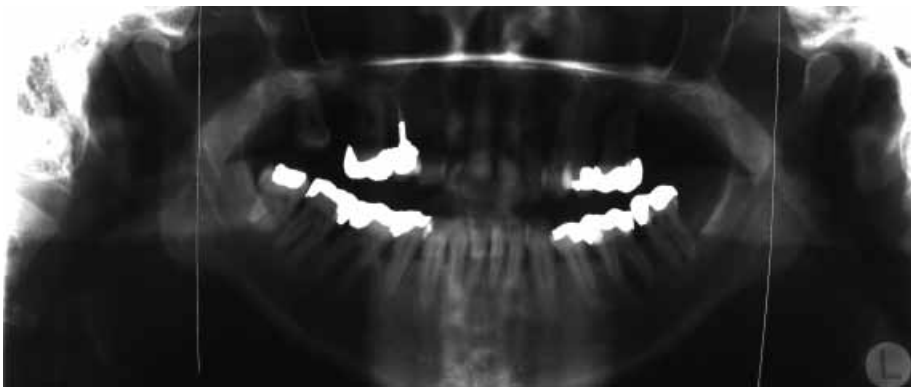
Orthopantomogramm der Ausgangssituation.
